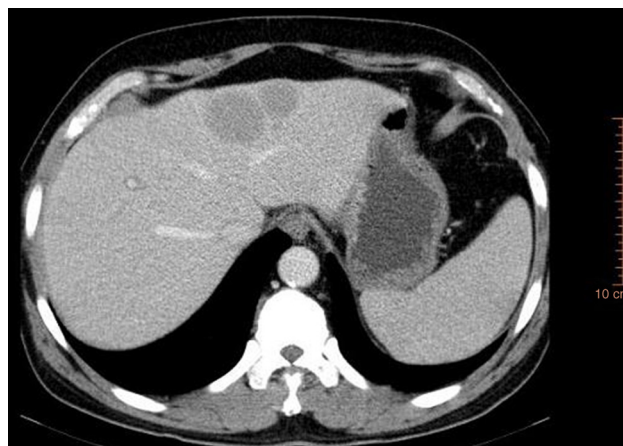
TAC abdómino-pélvico donde se aprecian 2 LOES hepáticas.
